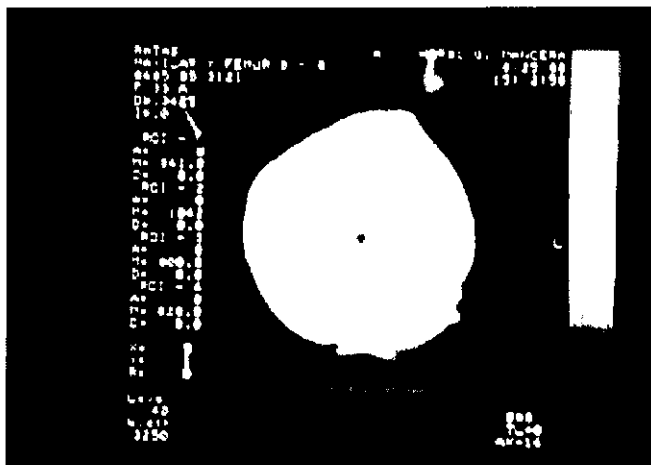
Imagen de TAC que muestra la densidad del maxilar M4 en la cavidad B (flecha)
